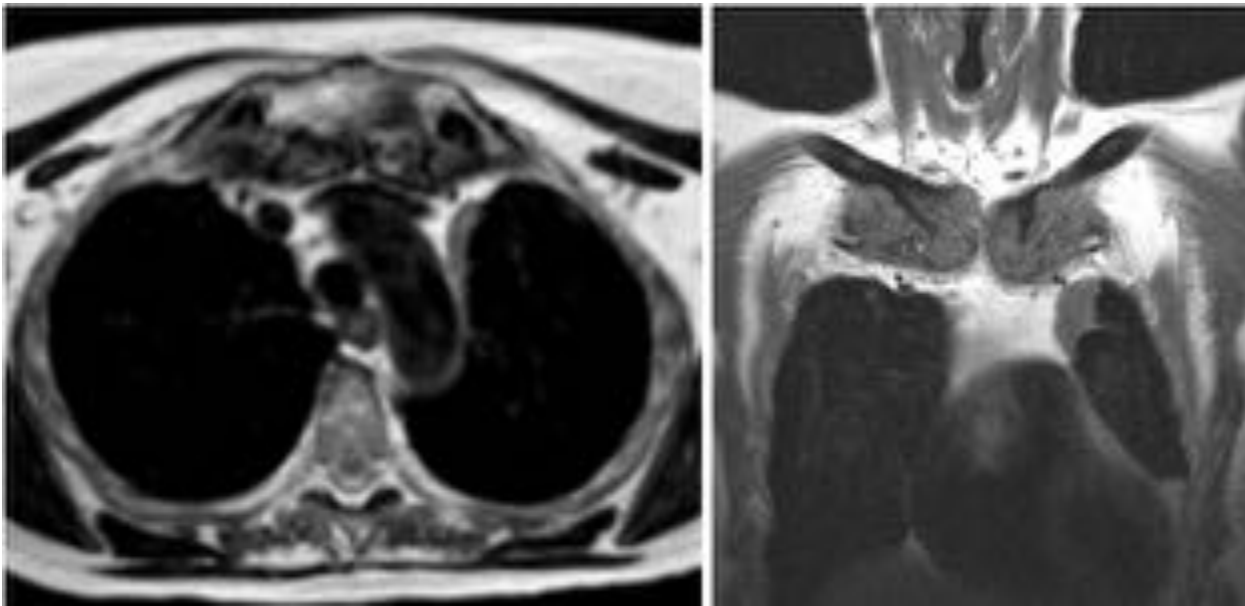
RM de tórax axial y sagital SE T1. Proliferación de los extremos mediales de las clavículas y manubrio esternal.
